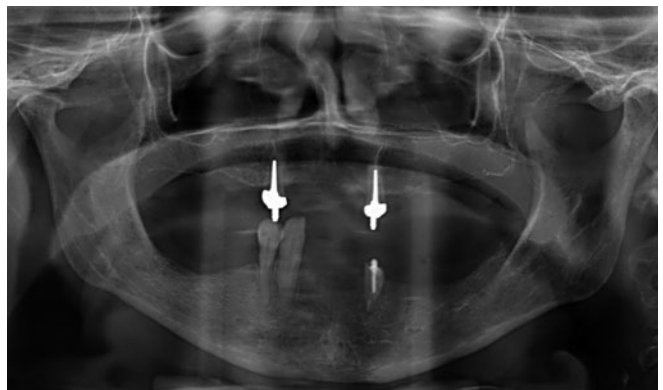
Orthopantomogramm bei der Erstvorstellung
